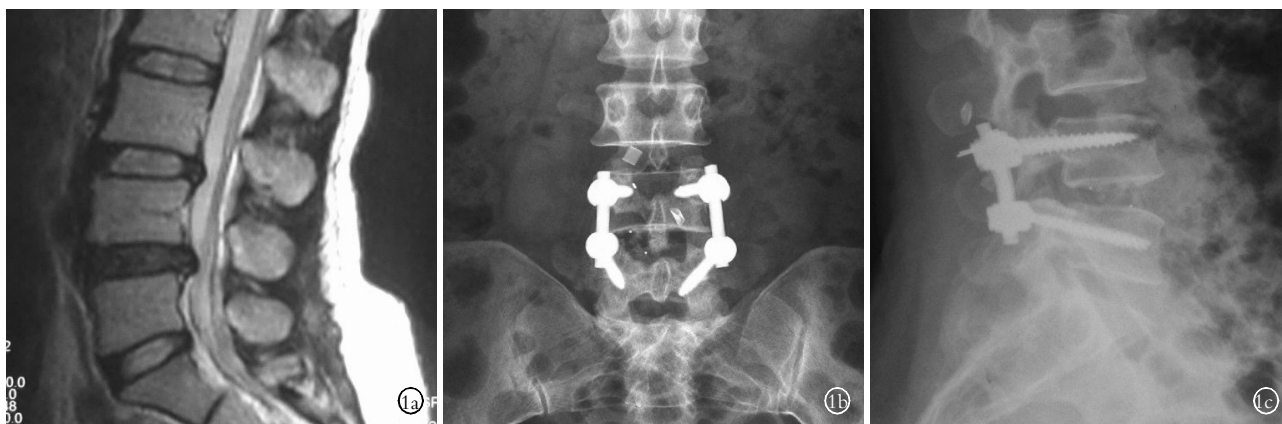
患者,男,45 岁,L_{4,5} 节段腰椎退变 1a. 术前腰椎 MRI 示 L_{4,5} 节段腰椎退变,邻近节段具有退变趋势 1b,1c. 行腰椎后路减压、L_{4,5} 椎间融合内固定加 L_{3,4} 节段 Wallis 系统内固定术;术后 3 年复查正侧位 X 线示腰椎内固定在位,椎间隙高度保持良好
